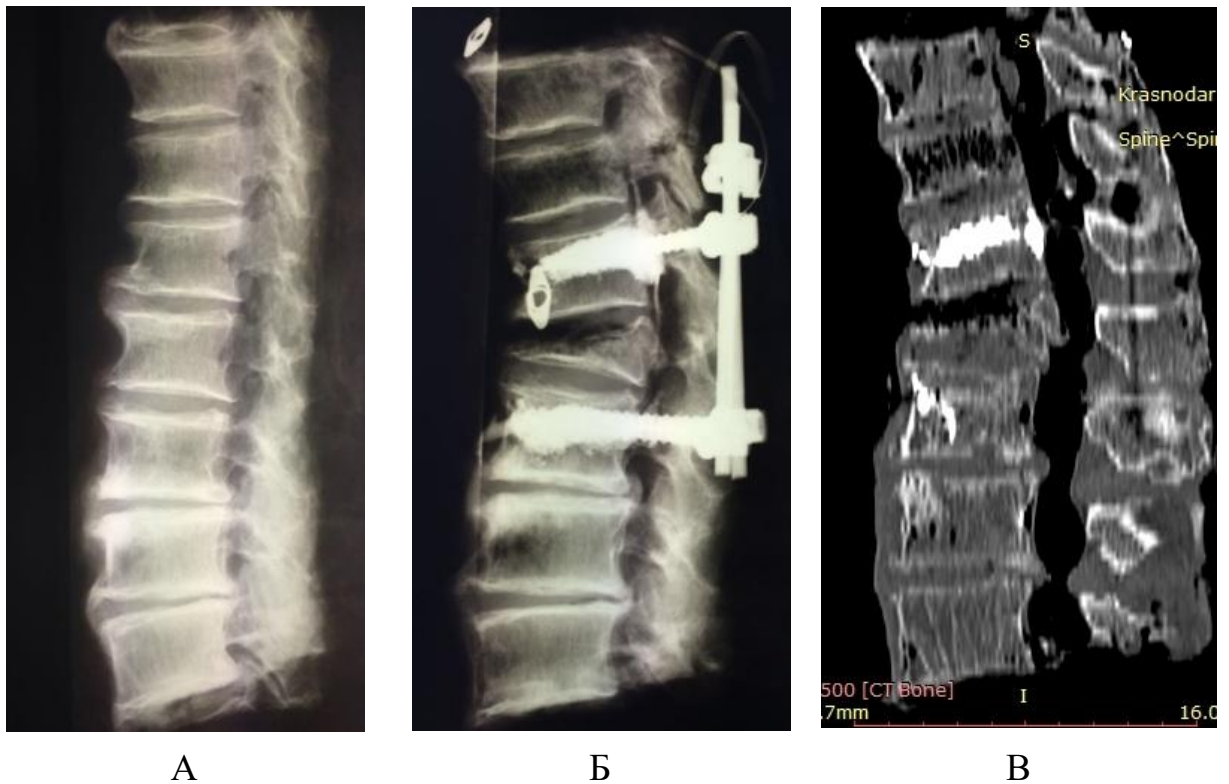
Рентгенограммы блока позвоночных сегментов группы 2 с профилактической ламинарной фиксацией Th<sub>11</sub>: А – рентгенограмма исходного анатомического препарата; Б – рентгенограмма того же анатомического препарата после проведения эксперимента; В – сагиттальная реконструкция КТ после проведения эксперимента
